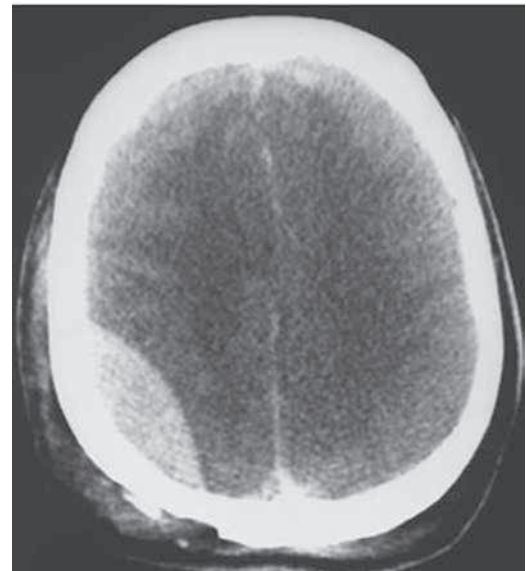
TC en TEC: Hematoma extradural agudo
